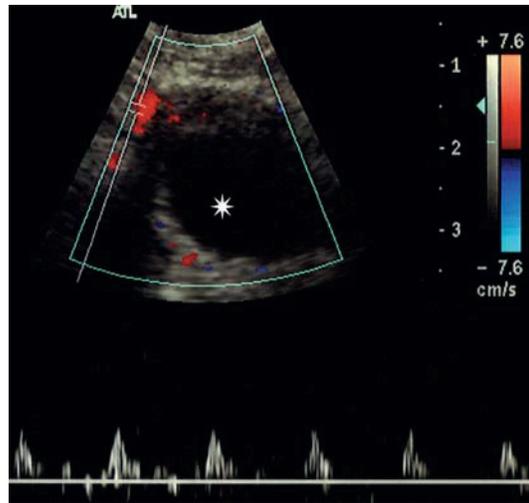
Ecografia transvaginale. Tracciato flussimetrico dell'arteria ovarica destra in donna in età fertile. L'asterisco indica follicolo in fase preovulatoria
